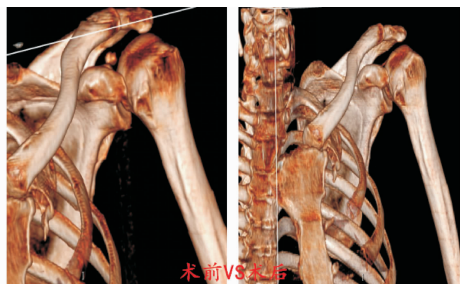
术前、术后三维CT对比提示肩盂上方钙化灶消失
